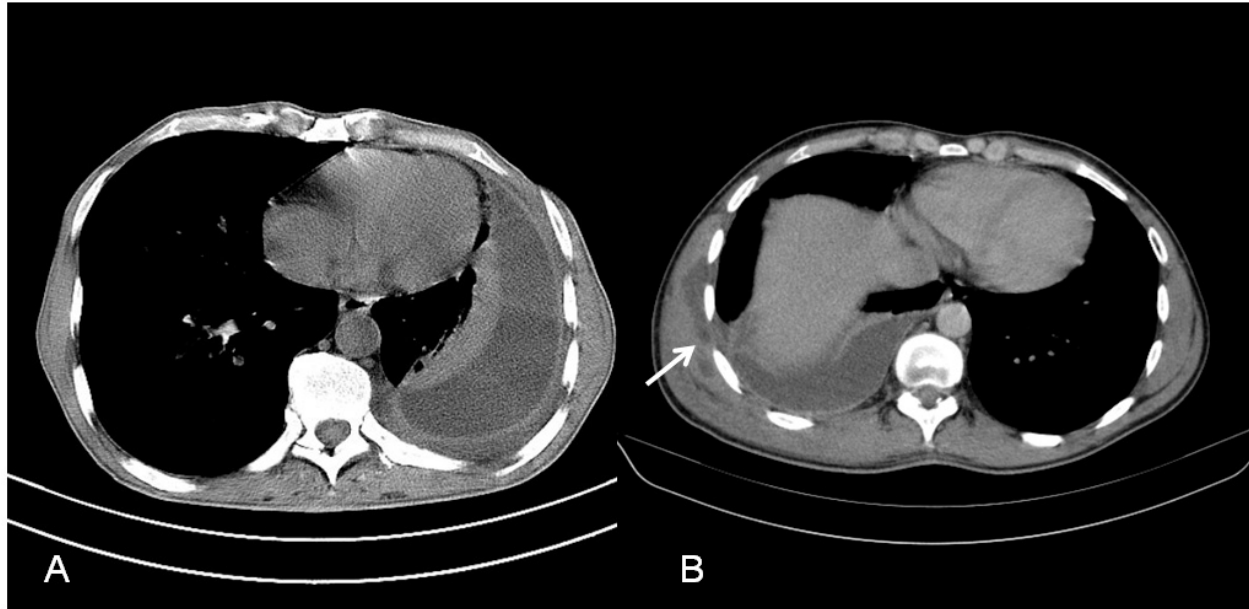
Tomografia computadorizada, janela de mediastino. Coleções loculadas de configuração lenticular, localizadas no espaço pleural, com efeito de massa comprimindo o parênquima adjacente (A e B) e com extensão para a parede torácica (B) (seta). Empiema pleural.
